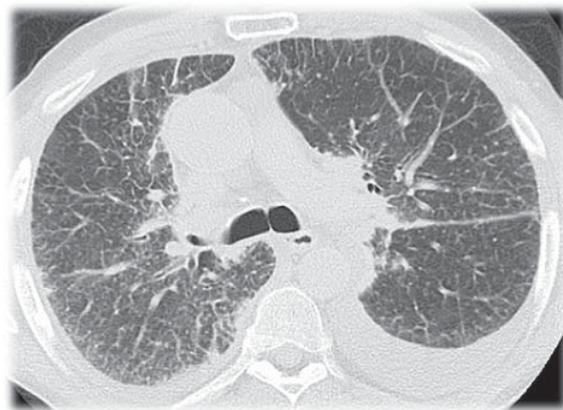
КТ ОГП больного К.
